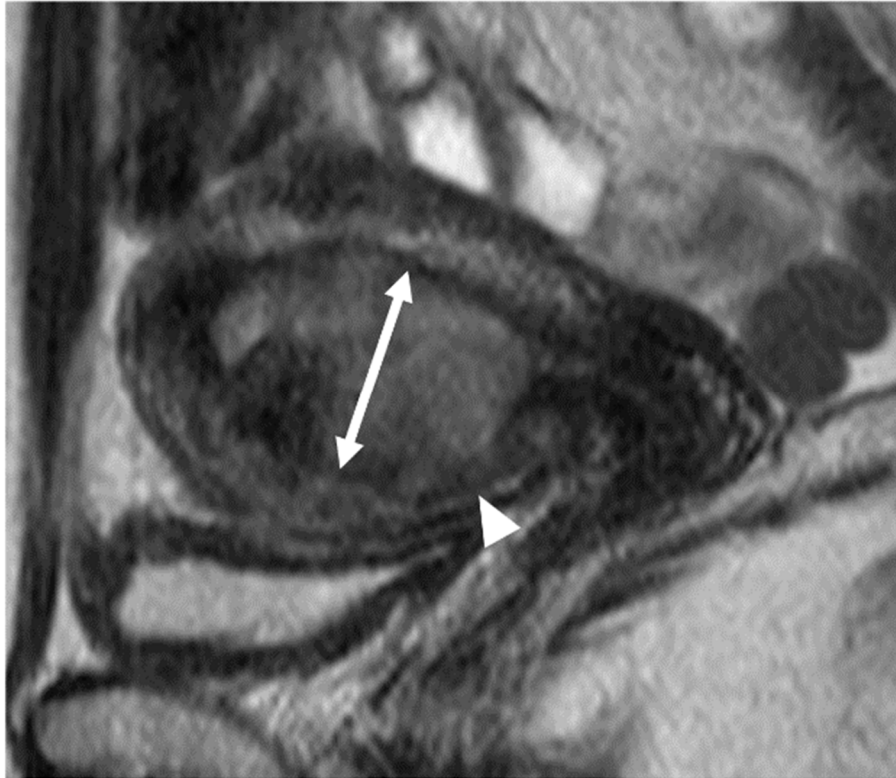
MRIにおける内膜厚の測定と筋層浸潤の所見
